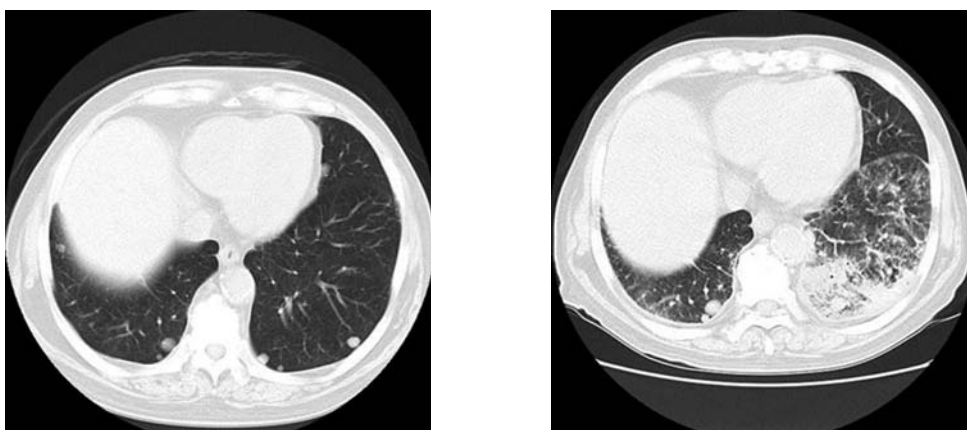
A CT image before the rechallenge of everolimus (left) and 9 months after rechallenge (second admission, right).
